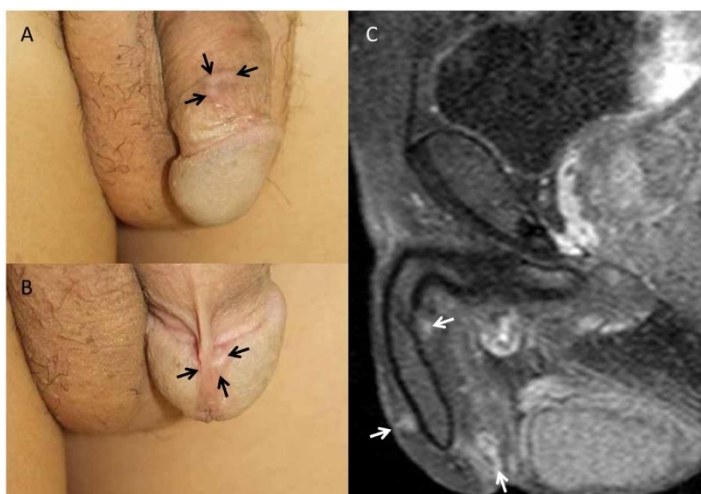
a) lesiones nodulares en el dorso del pene y en el frenillo. b) Imagen de RM mostrando múltiples lesiones nodulares con diagnóstico final de Hemangioendotelioma pseudomiogénico.
